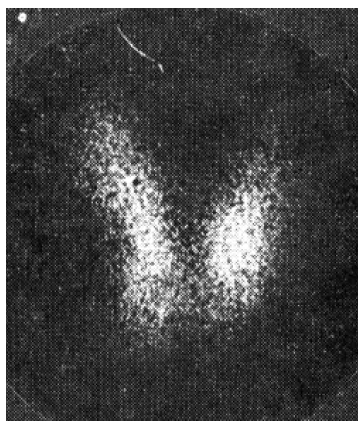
Тиреосцинтиграмма больного Н. с «холодным» узлом (эутиреоидный зоб)
